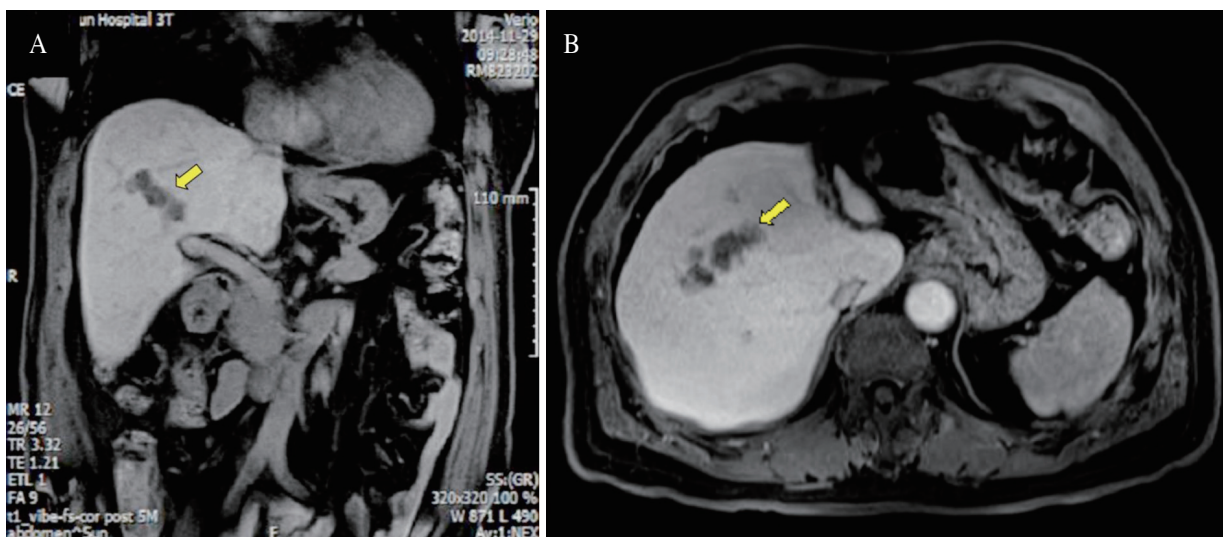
(A) T1 weighted Liver MRI (coronary view) shows a single solid mass with low signal intensity (arrow). (B) T1 weighted Liver MRI (axial view) shows a single solid mass with low signal intensity (arrow).
